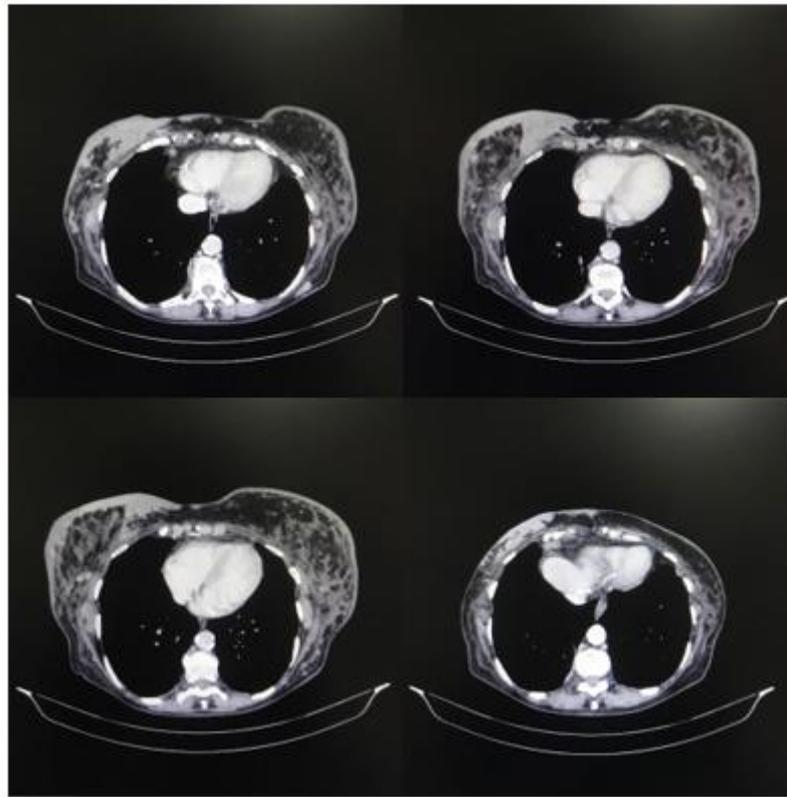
Tomografia de tórax, sem contraste, em corte transversal, evidenciando espessamento nodular de partes moles da mama direita.
